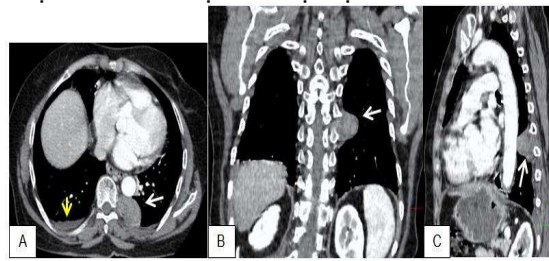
CT ngực khi BN vào viện
